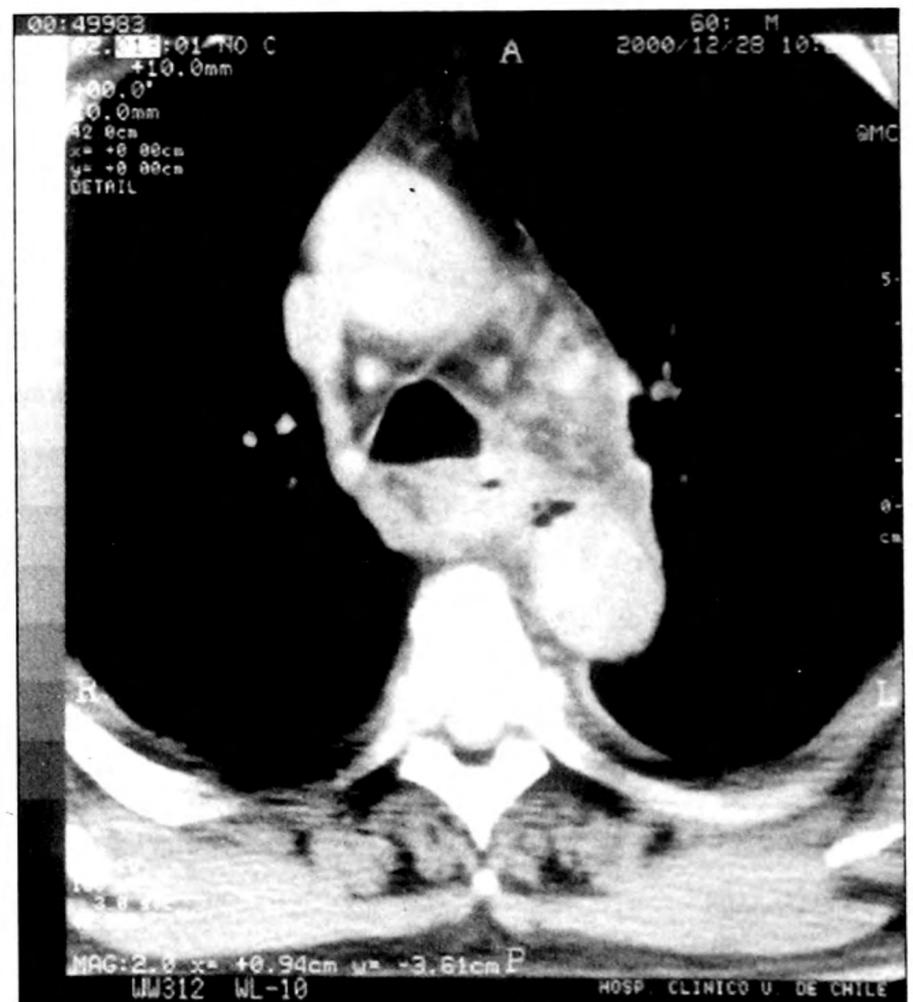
Tomografía del tórax (28/12/00)
